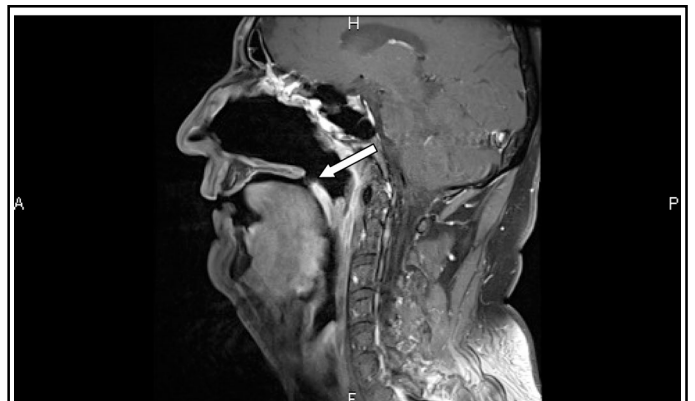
IRM pondérée T1, après injection de gadolinium et suppression du signal de la graisse, dans le plan sagittal. La flèche démontre le défaut à la limite du palais osseux et du voile du palais.
